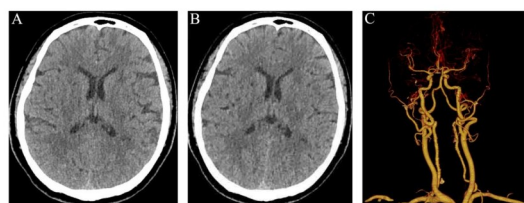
Head CT and cerebrovascular imaging of case 1
